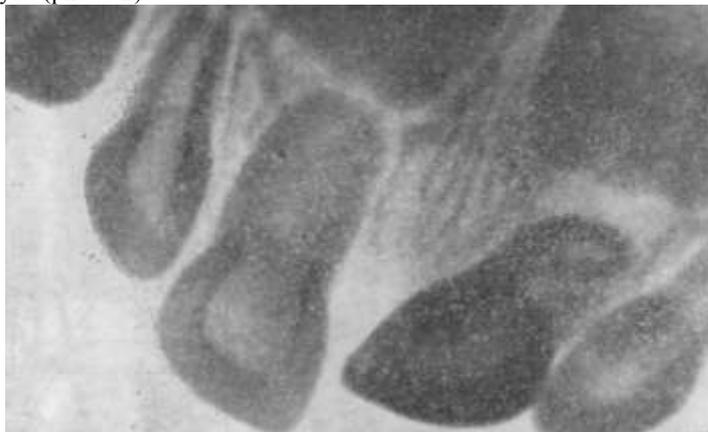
Рентгенограмма II I зубов больного Ш., 2 лет 3 мес. Острая травма. Неполный вколоченный вывих II I.
